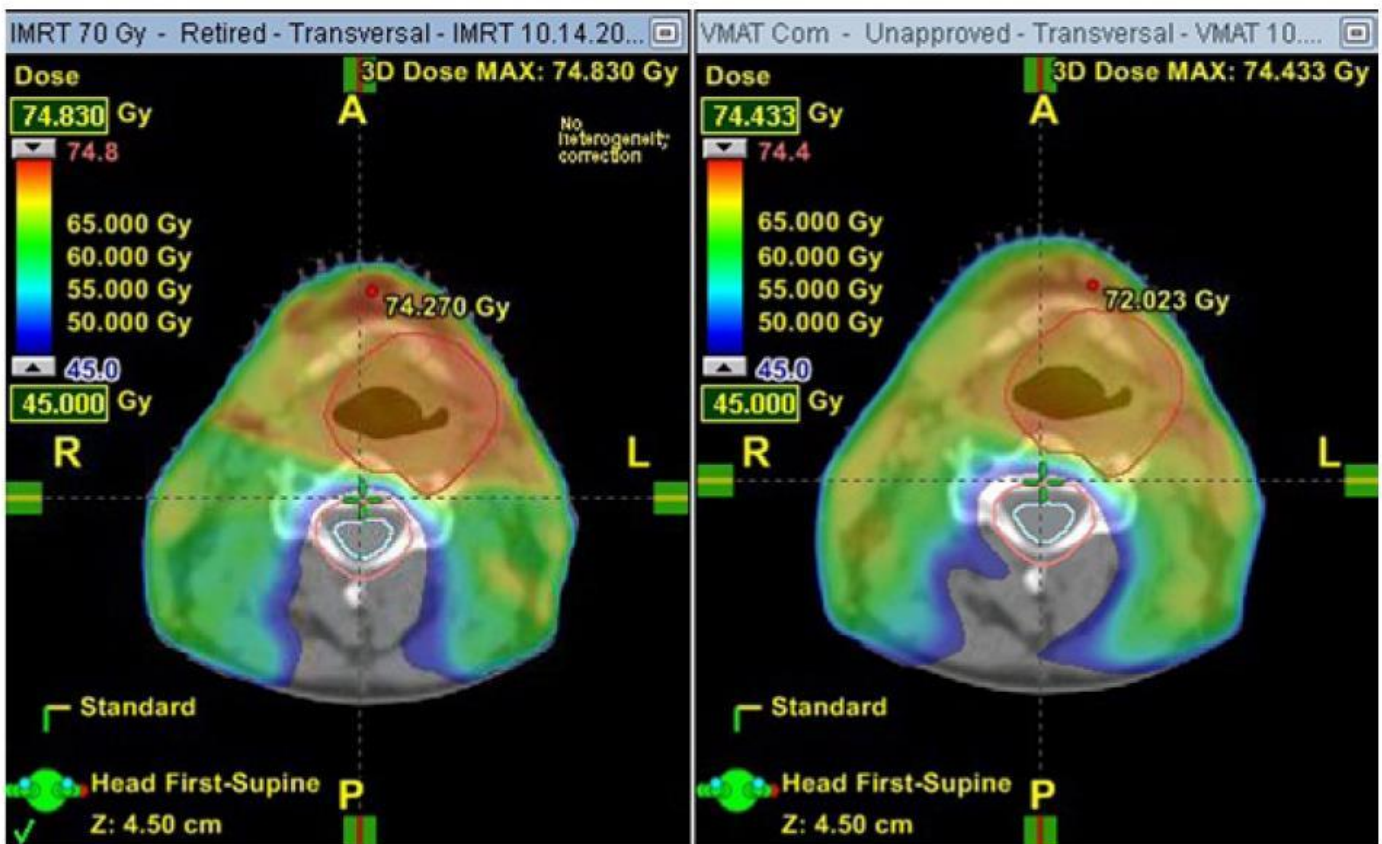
CBCT για όγκο υποφάρυγγα , με ακτινοβολήση λεμφαδένων τραχήλου.
